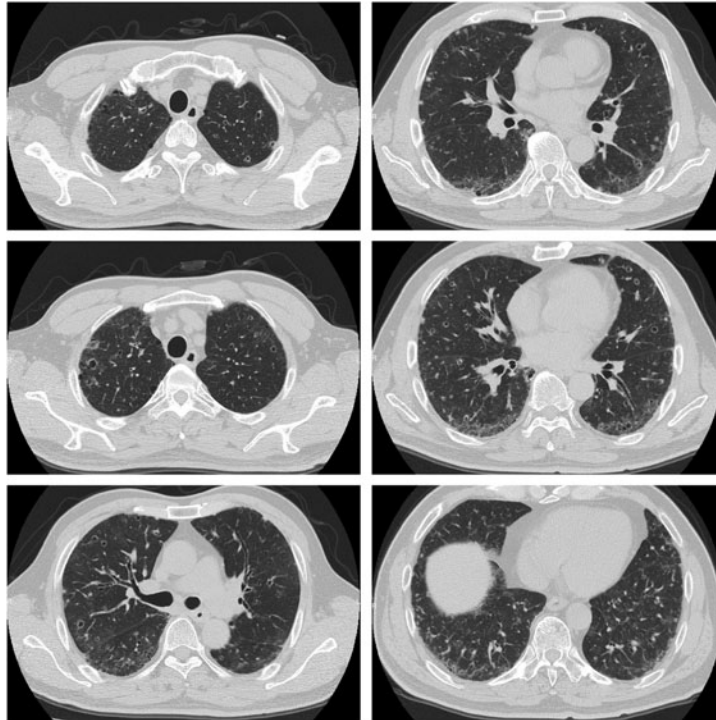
初診時胸部CT. 両側肺野に粒状影を認め、上中肺野末梢側優位に小結節影および空洞を伴う結節性病変を多数認め、一部には比較的壁の厚い嚢胞性病変も認める.
